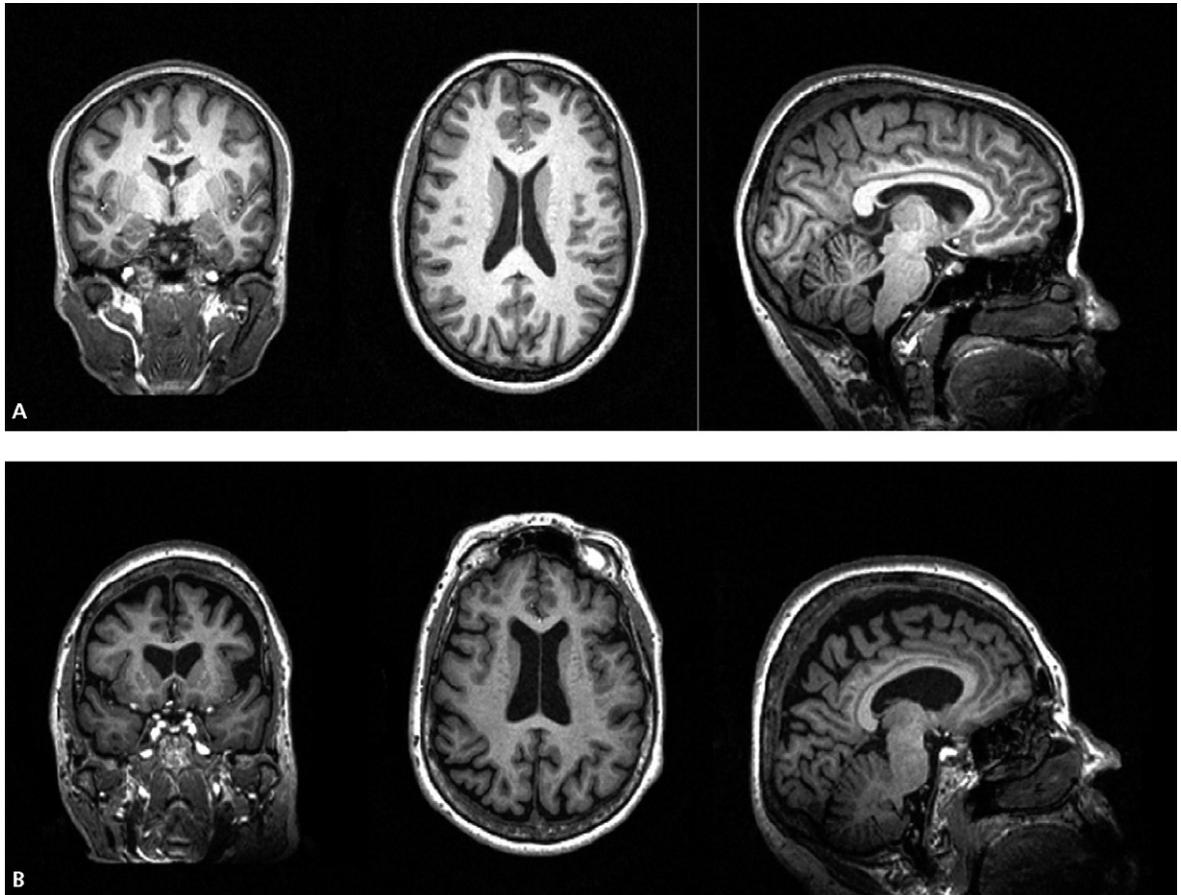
Dilatación ventricular y atrofia cortical en el envejecimiento normal. Imágenes de resonancia magnética potenciada en T1: cortes coronal, axial y sagital de un cerebro adulto joven (mujer de 27 años) (A) y de un cerebro adulto mayor (mujer de 76 años) sin patologías diagnosticadas (B).
